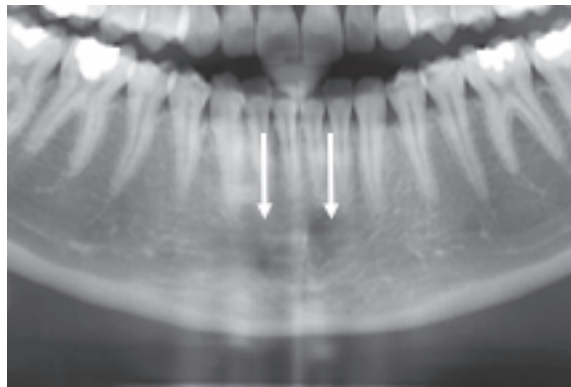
Radiographie des fossettes mentonnières
